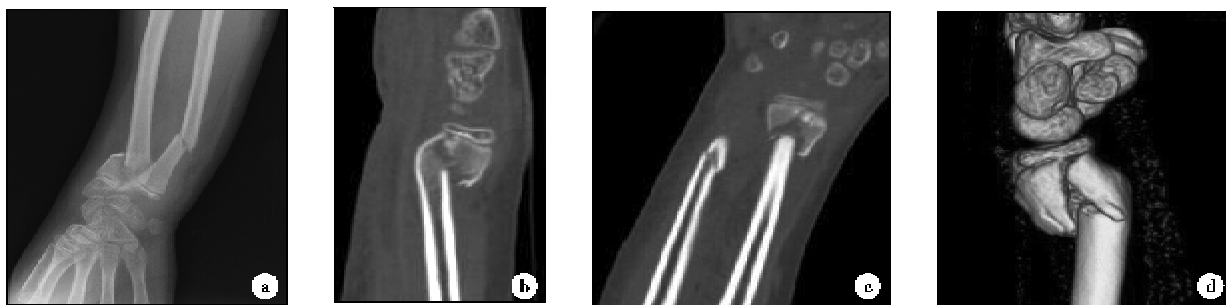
患儿,男,12 岁,a,右肘关节正位片:右侧尺桡骨远端骨质连续性中断,桡骨远端骨骺无明显移位。b,右侧桡骨远端多排螺旋 CT 矢状位重建:右侧桡骨远端骨折,骨折线向远端凸向骺板,向背侧移位,掌侧骨皮质扭曲,c,多排螺旋 CT 冠状位重建:断端有嵌插,骨折线凸向骺板,软组织肿胀,尺腕关节间隙稍显增宽。d,多排螺旋 CT 三维重建:骨皮质多条骨折线,骺板增宽并略向背侧移位,Salter-Harris II 型骨折
